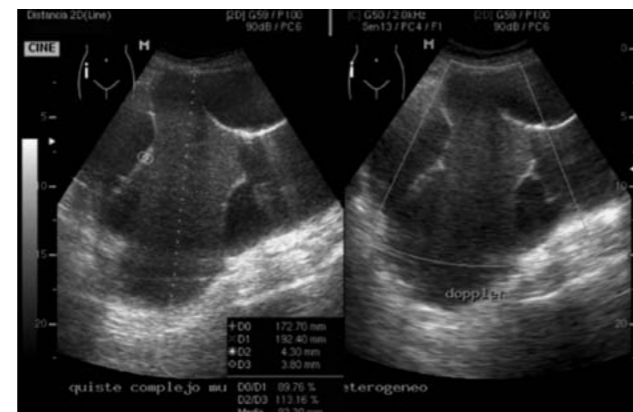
Ultrasonido pélvico. Se observa un quiste complejo multitabcado heterogéneo
